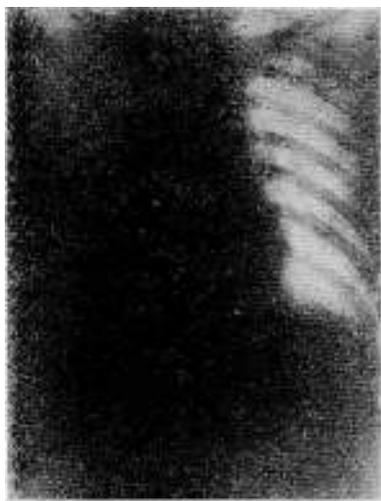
Atelectasia del hemitórax derecho, especialmente del lóbulo inferior (Radiografía del Dr. Abelardo Rodríguez)
